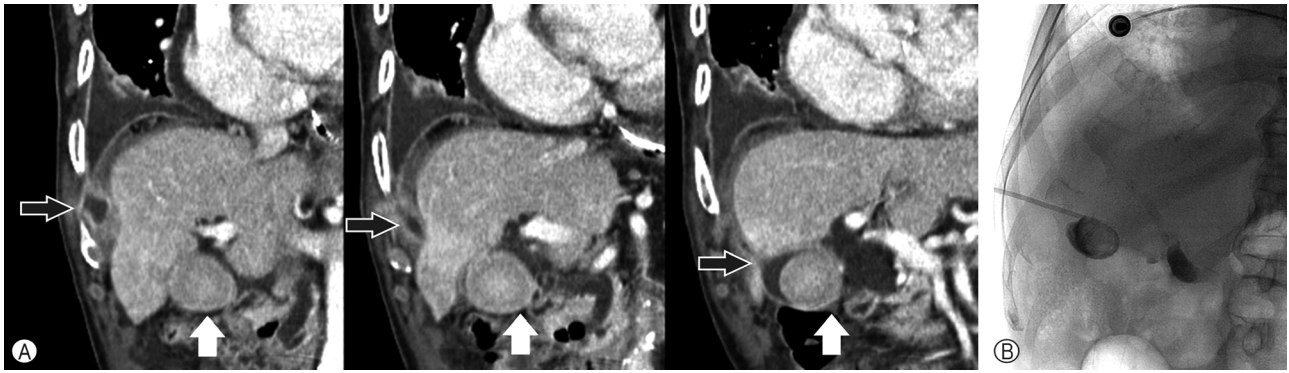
(A) Computed tomography abdominal scan showing large gallstone (white arrow) and pleurobiliary tract (black arrow), associated with previous percutaneous transhepatic gallbladder drainage (PTGBD). (B) Previous PTGBD catheter placement was performed under fluoroscopic guidance 6 weeks previous.
